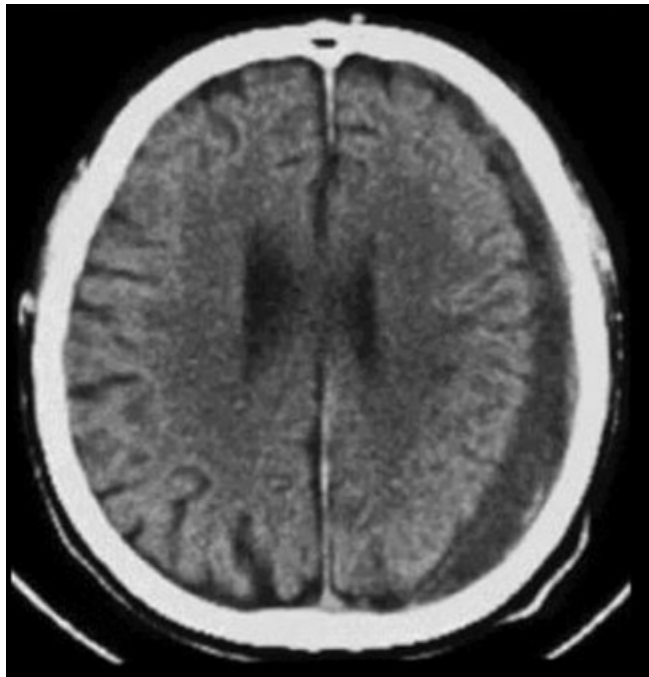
HSD por tomografia computadorizada.
